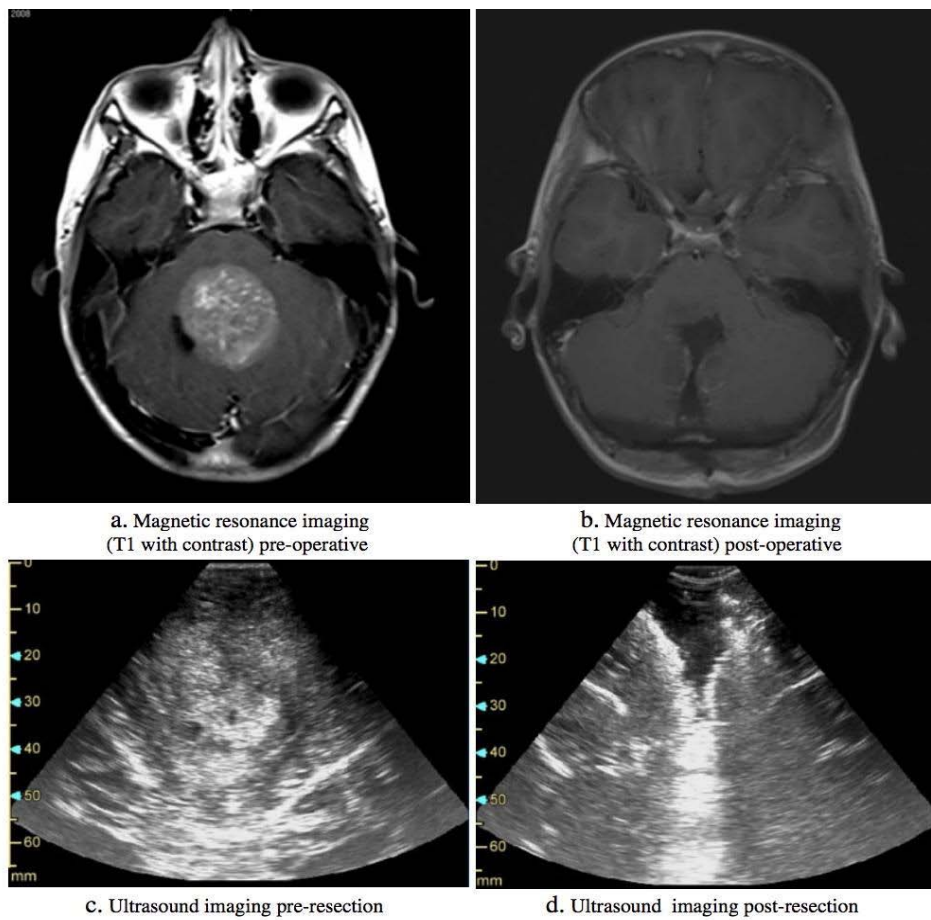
Échographie peropératoire d'un médulloblastome et l'imagerie par résonance magnétique sur un patient masculin de 9 ans souffrant de médulloblastome classique (135)
